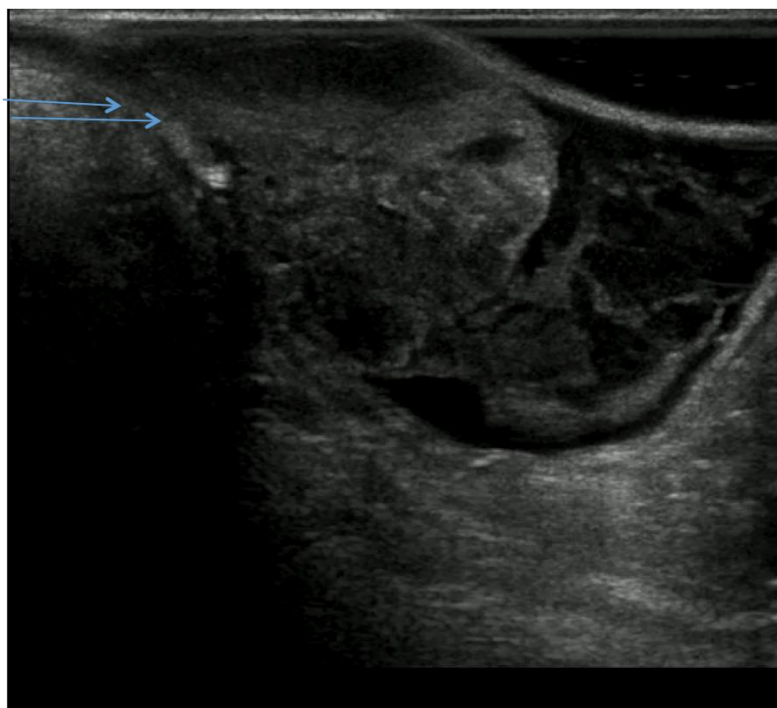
Ультрасонограмма ЭРУЗИ.
